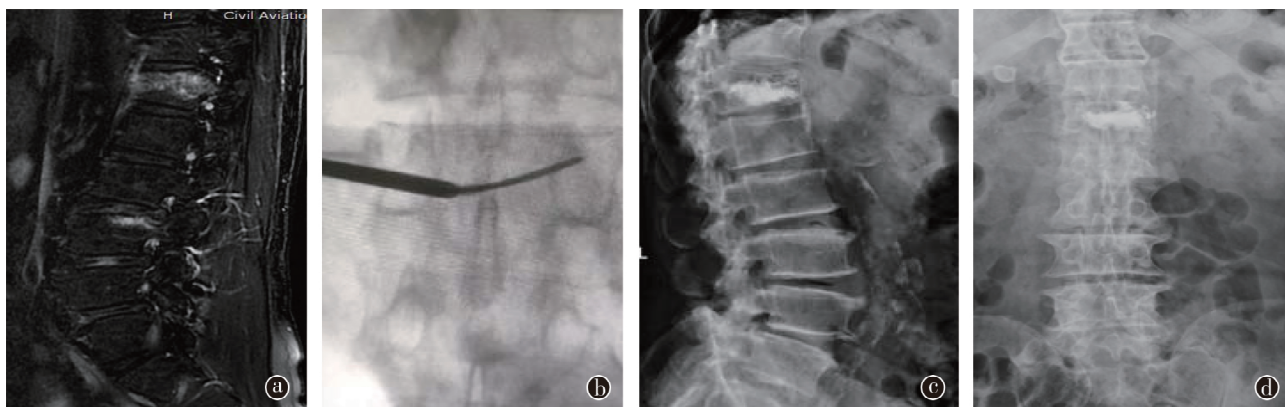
患者男性, 72 岁, 自诉弯腰拖地后出现腰部疼痛 1 周, 行 T_{12} 椎体弯角穿刺针 PVP。a. 术前腰椎 MRI 脂肪抑制像示 T_{12} 椎体压缩骨折; b. 术中行弯角穿刺针 PVP; c、d. 术后复查腰椎 X 线片正侧位, 示骨水泥分布满意; e. 弯针照片
